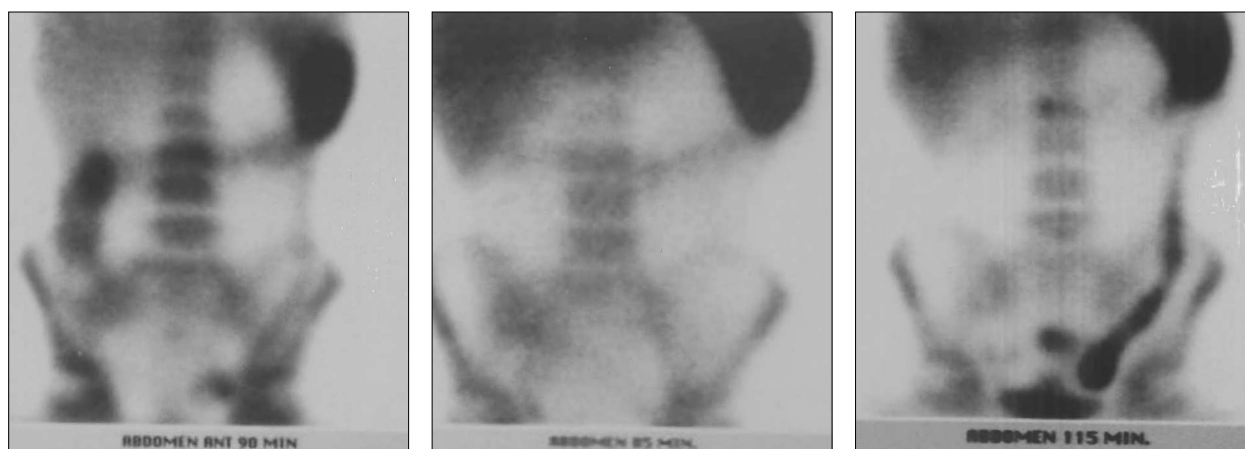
Colitis ulcerosa diagnosticada mediante colonoscopia y biopsia, con radiología con contraste baritado y ecografía negativas. La gammagrafía con leucocitos marcados al diagnóstico (izquierda) es compatible con pancolitis. La respuesta al tratamiento es buena con normalización de la sintomatología, aunque persiste una leve actividad inflamatoria en el colon transverso en la gammagrafía con leucocitos marcados (centro). A los 2 años la paciente presenta un nuevo brote muy sintomático y la gammagrafía con leucocitos marcados muestra una grave inflamación en colon descendente y sigma (derecha).
